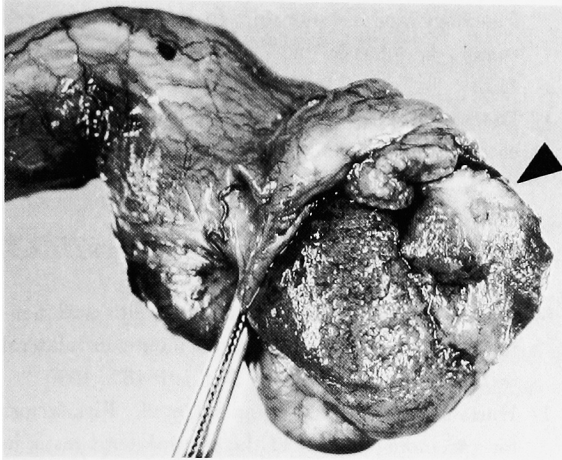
Gross appearance of the section of the left testis revealed a regional scar tissue corresponding to the ultrasonographic high echoic lesion.
